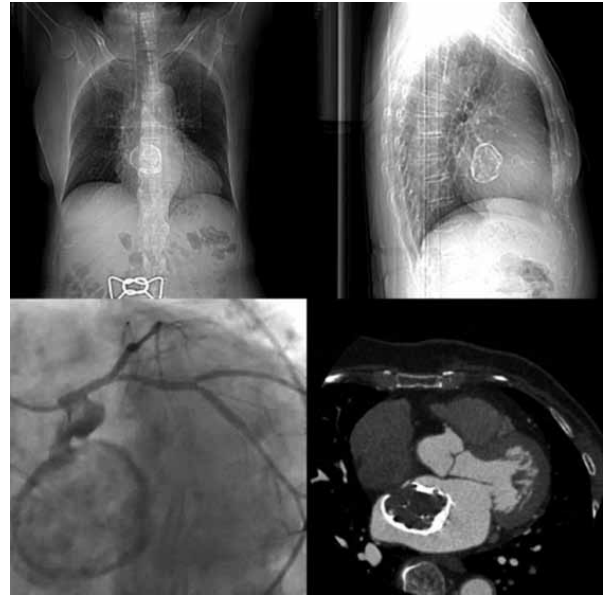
The calcified mass with contrast- enhanced computer tomography (a, b and d) and coronary angiography (c).
